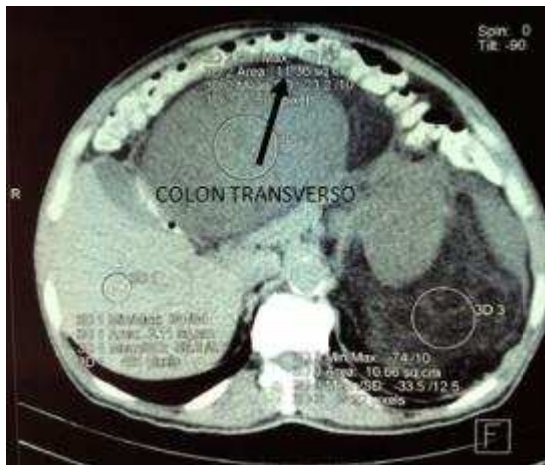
Tomografía axial computarizada de abdomen evidenciando el desplazamiento de intestino delgado hacia la derecha. Flechas señalando la tumoración.
